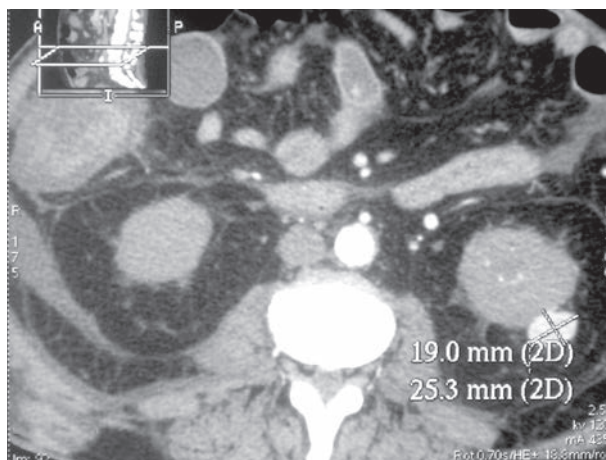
Магнитная спиральная томография органов брюшной полости с контрастированием. В нижнем сегменте левой почки определяется овальное объемное образование тканевой плотности, хорошо накапливающее контраст, размером 25x19 мм (сосудистая опухоль).
